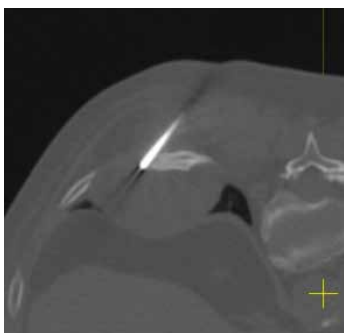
Компьютерная томограмма выполненного доступа к опухолевому очагу у пациентки К., 67 лет
